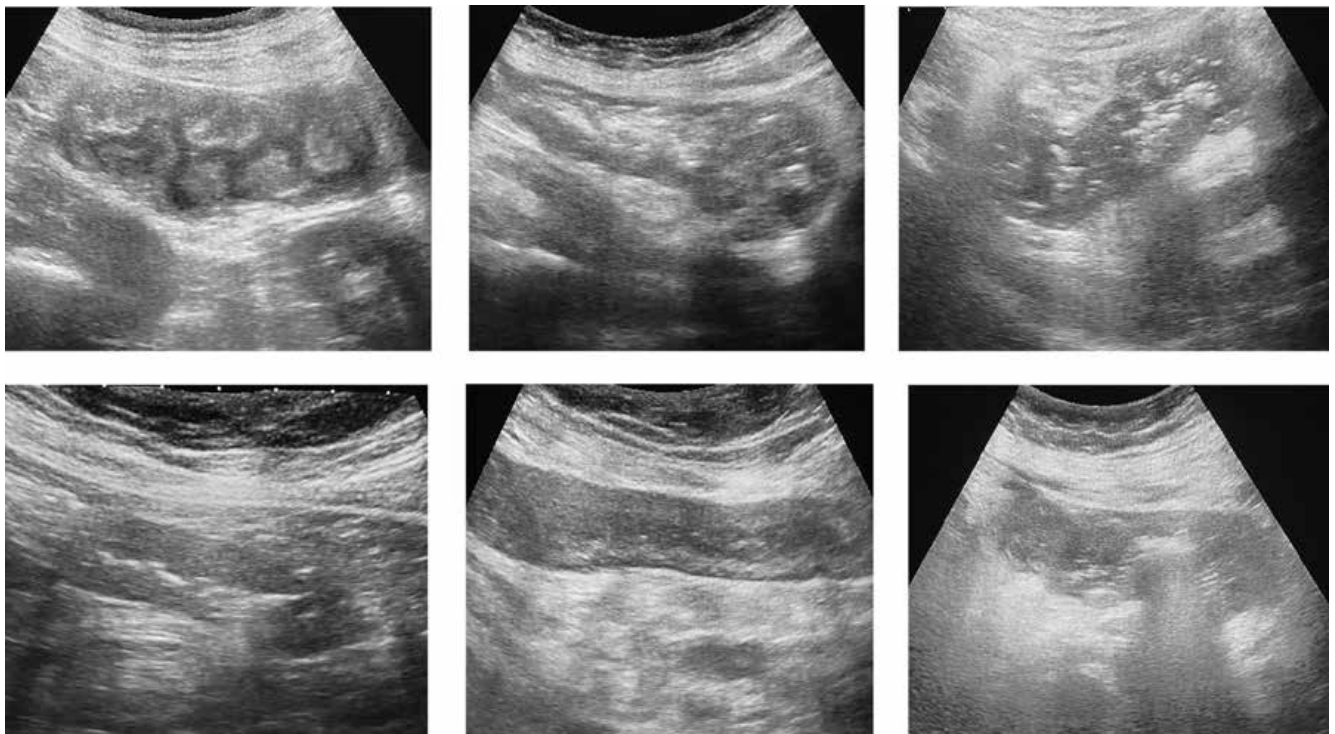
УЗИ кишечника у пациента с псевдомембранозным колитом, развившимся на фоне инфекции SARS-CoV-2.
